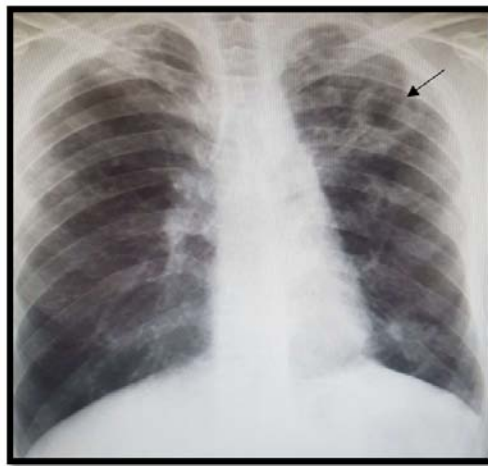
Radiographie thoracique de face montrant une caverne tuberculeuse chez un patient de notre étude ayant une tuberculose pulmonaire associée
